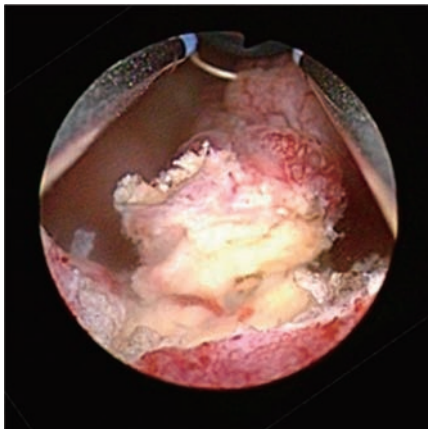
En bloc TUR-BT was performed.
